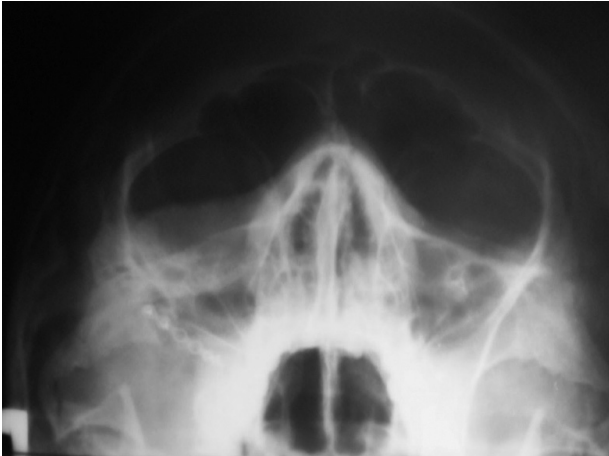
Axial X-ray of the patient 7 days after surgery.
